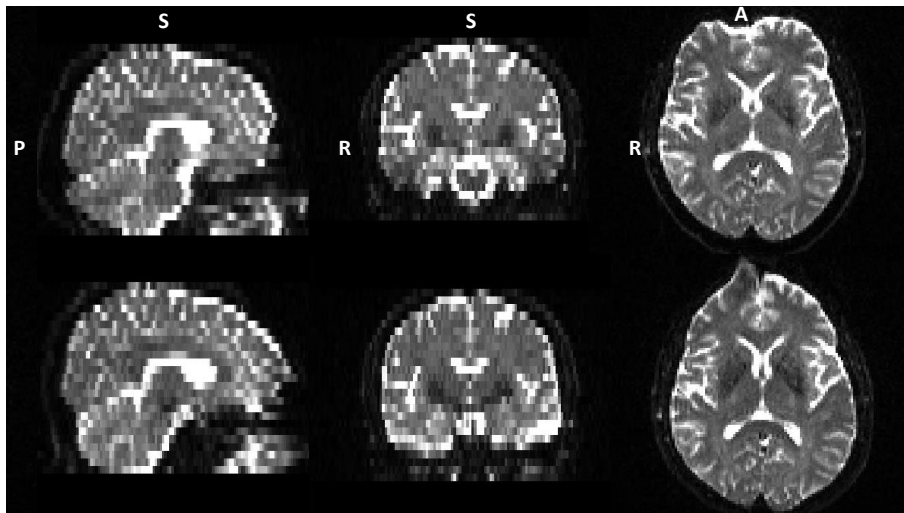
Na imagem DWI identificam-se pequenas regiões com distorção que apenas são identificáveis ao adquirir duas imagens com codificação de fase oposta. A imagem da linha superior é correspondente à direção de codificação de fase anterior-posterior, e a imagem da linha inferior tem a orientação contrária. Volume=0
